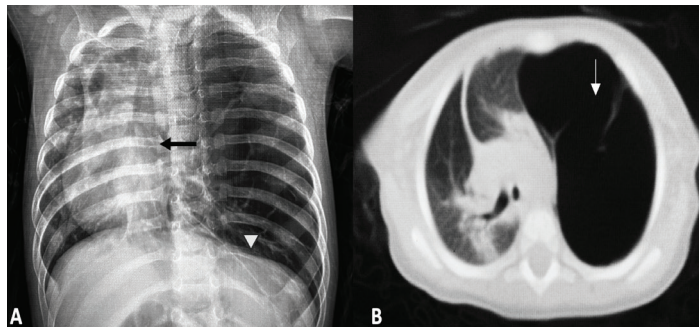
Rayos X en proyección AP. Desplazamiento de estructuras hacia hemitórax derecho (flecha negra). Aplanamiento del diafragma (punta de flecha blanca) 2B: TAC. hiperinflación hemitórax izquierdo (flecha blanca).
